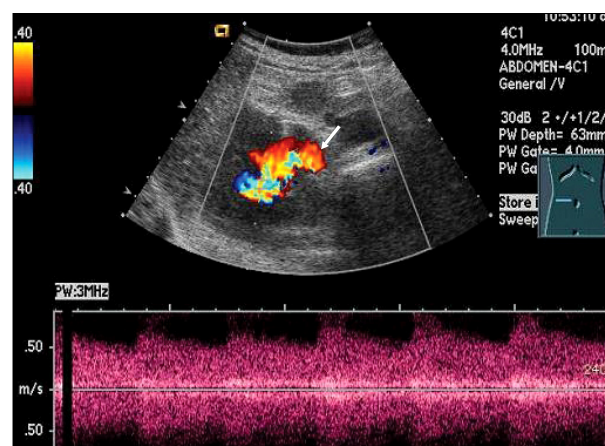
Right renal color Doppler study shows arterialization of the renal vein (white arrow). A waveform from the main renal vein demonstrates pulsatile flow, which is diagnostic of an arteriovenous fistula.
